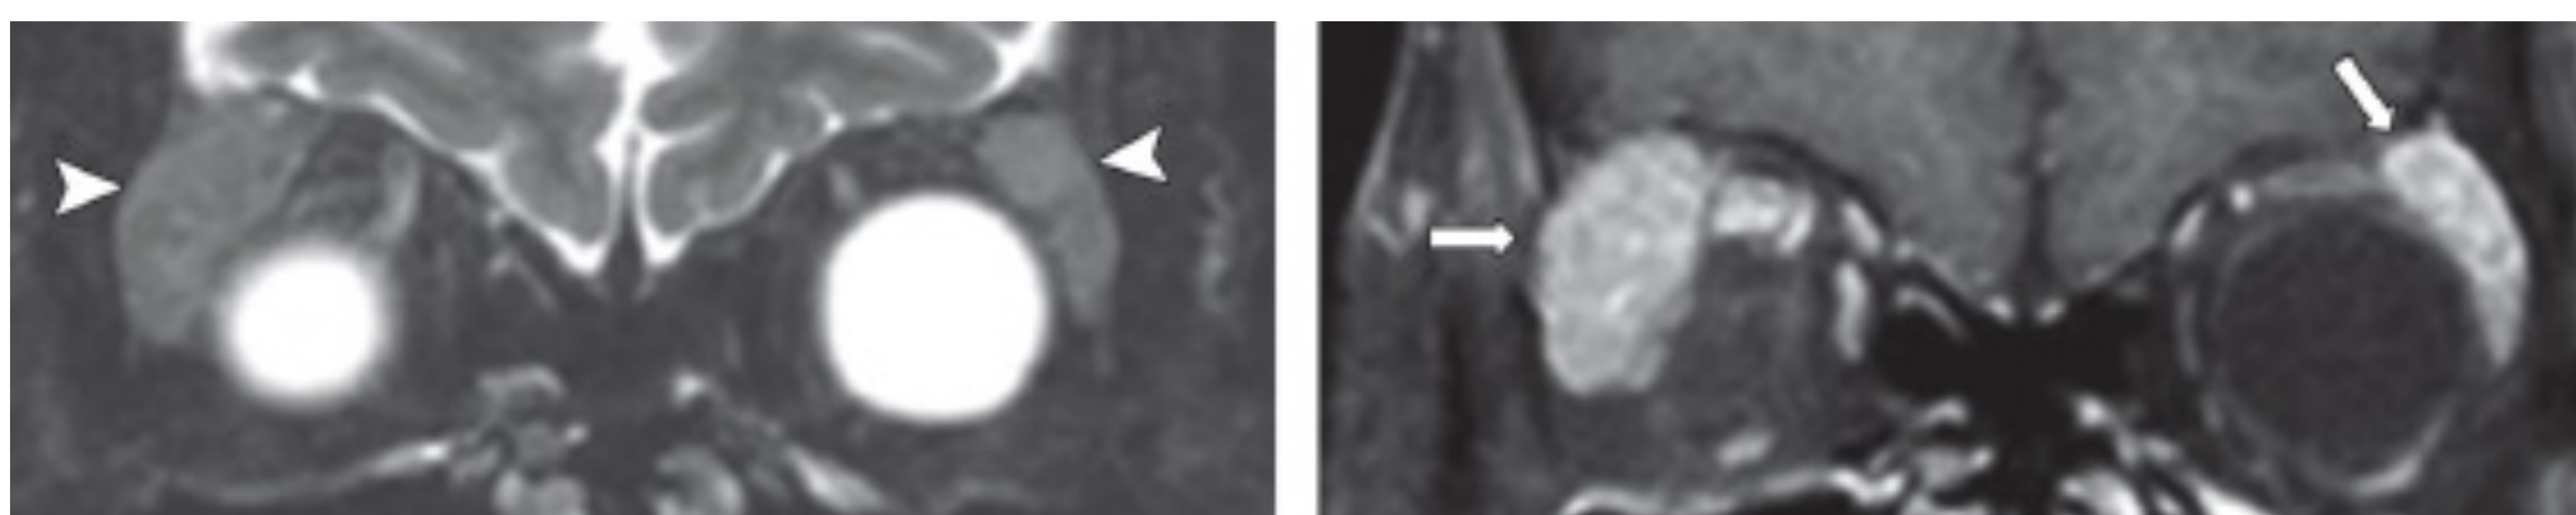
Enfermedad orbitaria relacionada con la IgG4 con afectación de ambas glándulas suprarrenales. *Imágenes sacadas del artículo: Nguyen VD, Singh AK, Altmeyer WB, Tantiwongkosi B. Demystifying Orbital Emergencies: A Pictorial Review. Radiographics. 2017.*
